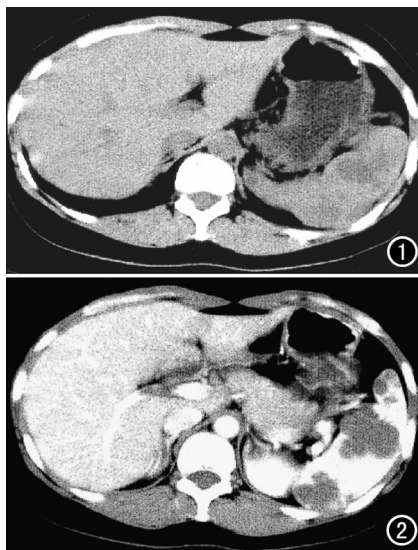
CT 平扫示脾脏稍增大, 其内密度不均匀, 可见多个大小不等且形态不规则的低密度影, 边缘模糊。图 2 CT 增强扫描示病灶强化不明显。
